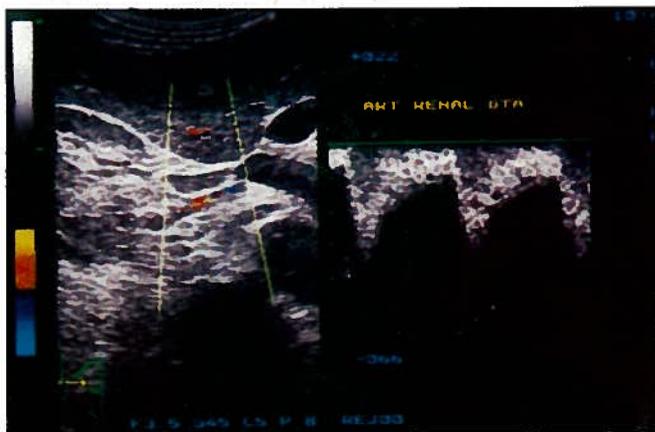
ECO-DOPPLER - corte transversal a nível da artéria renal direita.
